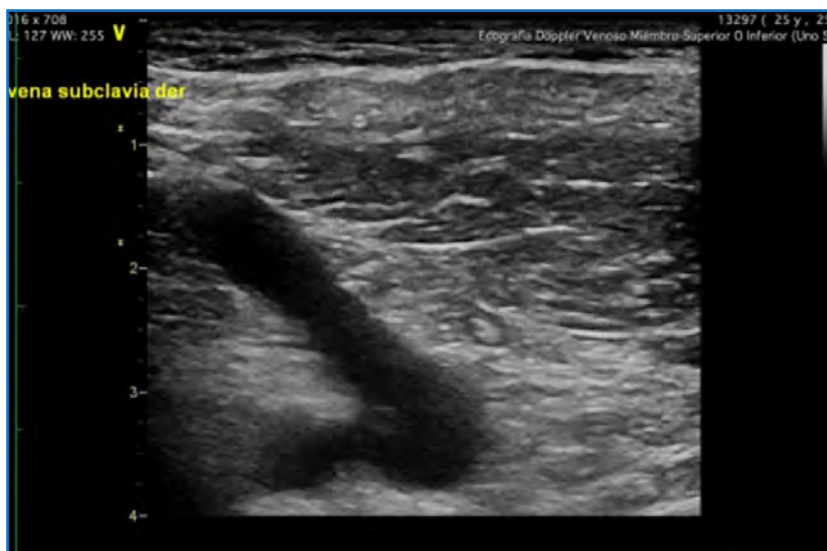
Ecografía Doppler venosa del miembro superior derecho sin evidencia de trombosis venosa profunda ni superficial, con adecuada compresibilidad y flujo conservado.
